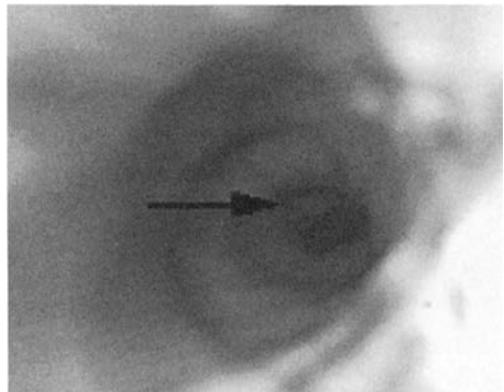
CT 血管内視鏡、静脈側の狭窄部に血栓（長矢印）
